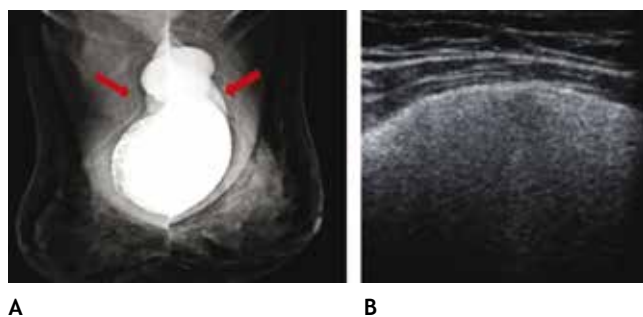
A) Mamoplastía de aumento hace 15 años. Radiografía de mínima compresión, prótesis de silicón, subpectorales, con calcificación de la cápsula fibrosa derecha y silicón libre bilateral (flechas). B) Ultrasonido con signo de la "tormenta de nieve", BI-RADS 2: ruptura extracapsular.
